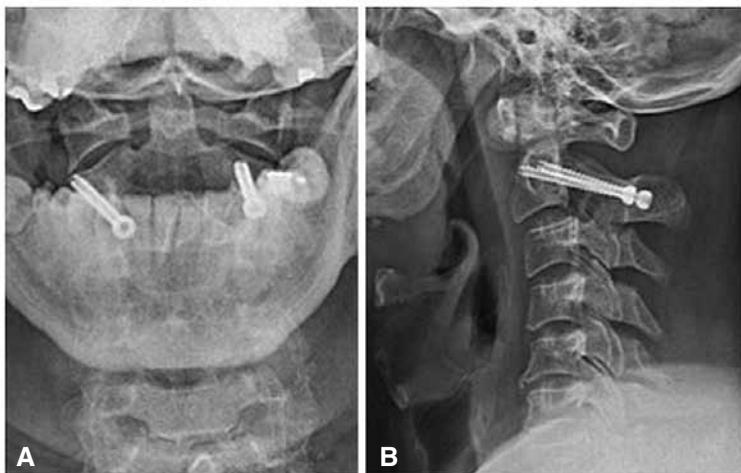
A y B. Radiografías de frente y de perfil a los seis meses de seguimiento.
